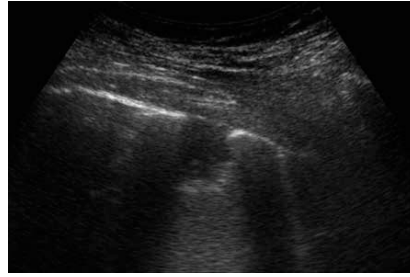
Nodulo subpleurico, da Sartori et al., *Emerging roles for transthoracic ultrasonography in pleuropulmonary pathology*, cit.
